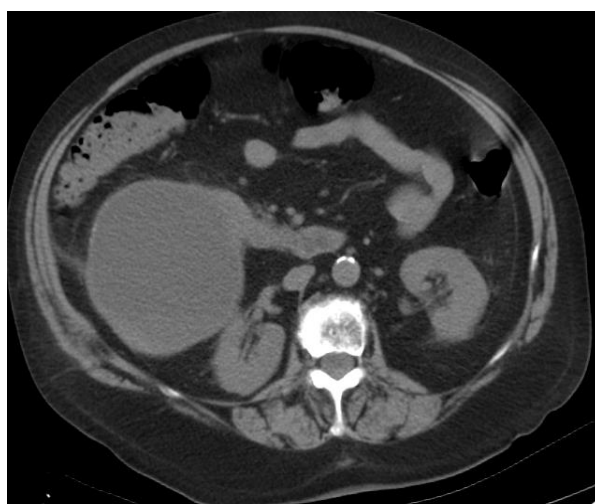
Tomografia computadorizada – quisto hepático
